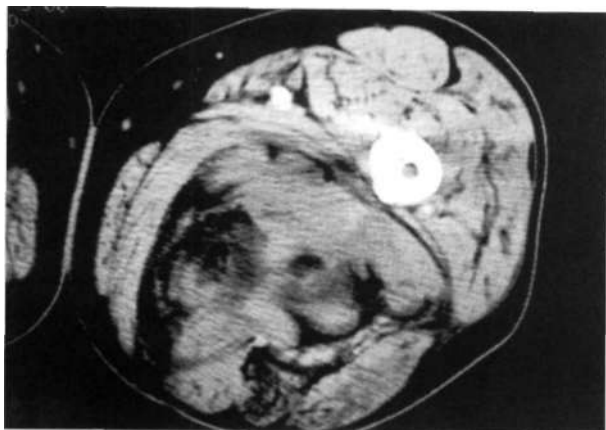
Imagen de TAC en la que se observa una gran masa de partes blandas medial y posterior alrededor de la musculatura aductora del muslo.
